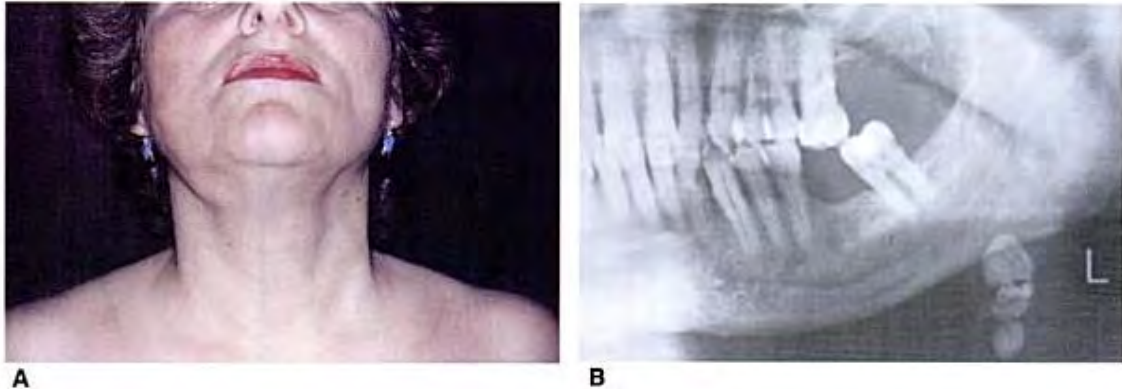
y 19 Paciente con submaxilitis litiásica. A. Aumento de volumen en la región submaxilar derecha. B Ortopantomografía en la que se observan los cálculos intraglandulares
